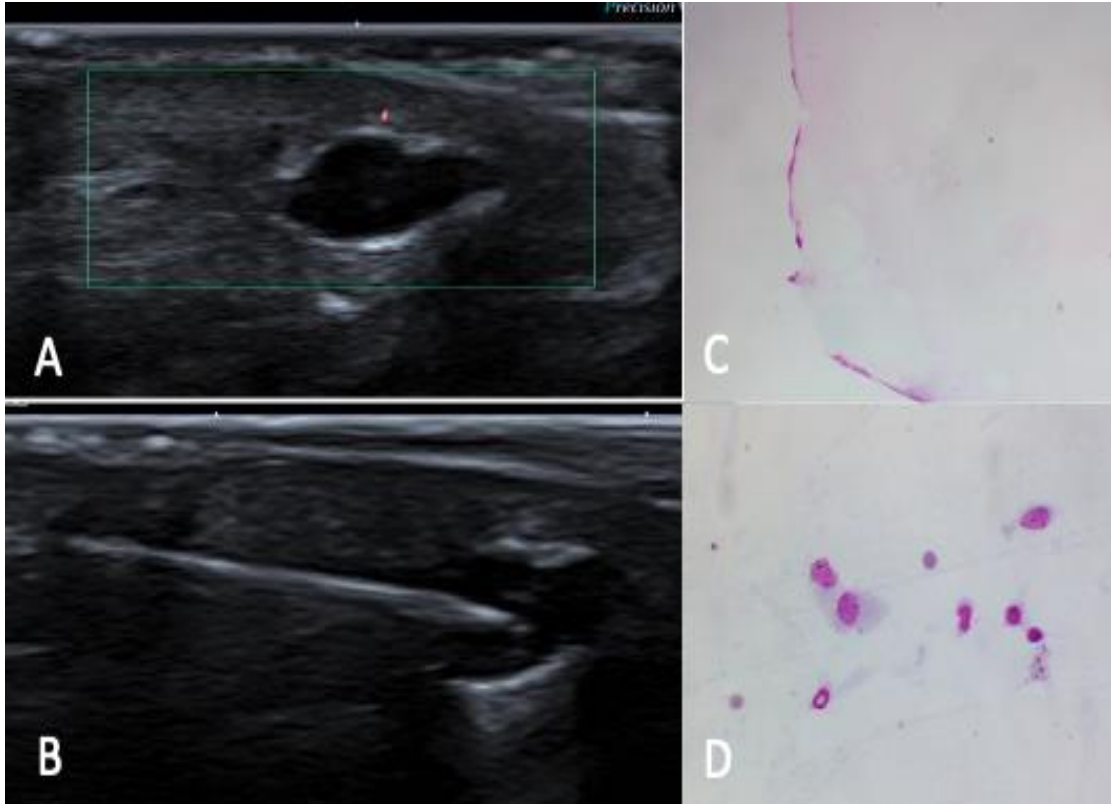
Cistos oleosos em área de cicatriz de ressecção de melanoma. A. ultrassonografia mostrando imagens ovaladas, hipoeecogênicas e homogêneas, com discreto reforço posterior, e sem vascularização ao Doppler, localizada no subcutâneo da região mamária direita de paciente com antecedente de ressecção de melanoma Breslow 2,1 mm no tórax, B. PAAF de uma das lesões, C. fotomicrografia no aumento de 40X. Coloração de Panótico rápido. Esfregaços citológicos evidenciando amostra acentuadamente hipocelular, constituída por fluido amorfo finamente granular, compatível com conteúdo de cisto, D. fotomicrografia no aumento de 400X. Coloração de Panótico rápido. Esfregaço citológico evidenciando macrófagos/ histiócitos, células frequentemente encontradas em lesões císticas.
